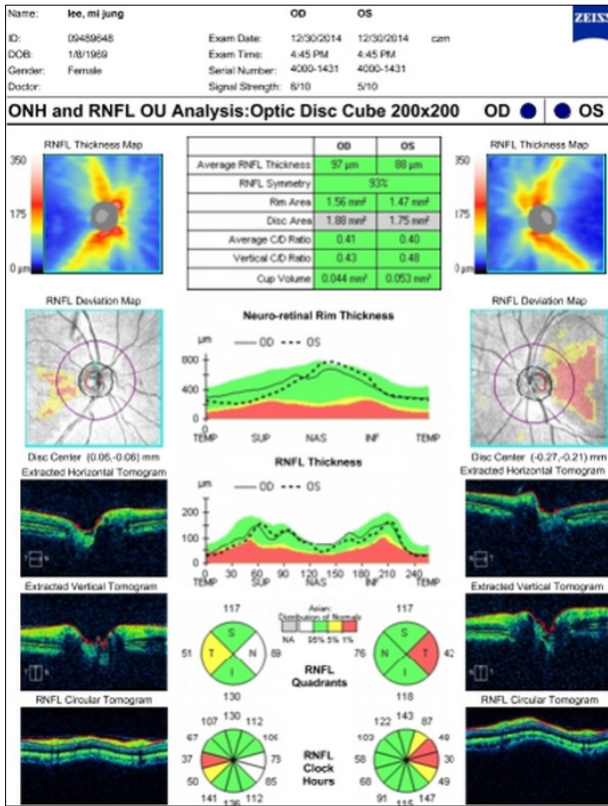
The optical coherence tomography at the first visit. The test showed decreased retinal nerve fiber layer (RNFL) thickness temporally of left eye corresponding to optic disc pallor. ONH = optic nerve head; OU = oculus unitas; OD = oculus dexter; OS = oculus sinister; C/D = cup/disc; TEMP = temporal; SUP = superior; NAS = nasal; INF = inferior; S = superior; N = nasal; I = inferior; T = temporal.
